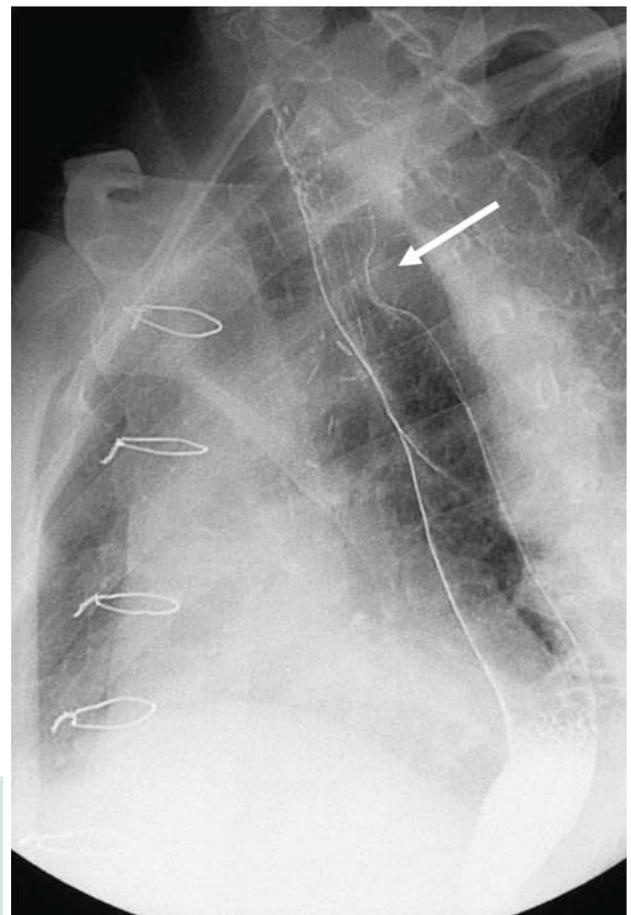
Рентгенография органов грудной клетки в боковой проекции. Двойное контрастирование. Стрелкой указана деформация задней стенки пищевода трубчатой структурой (*arteria lusoria*). Из архива доктора Кежеж Ю.В.
